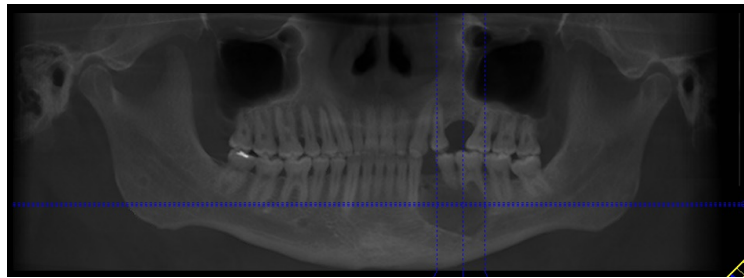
Ortopantomografia em que se evidencia lesão no 3º
